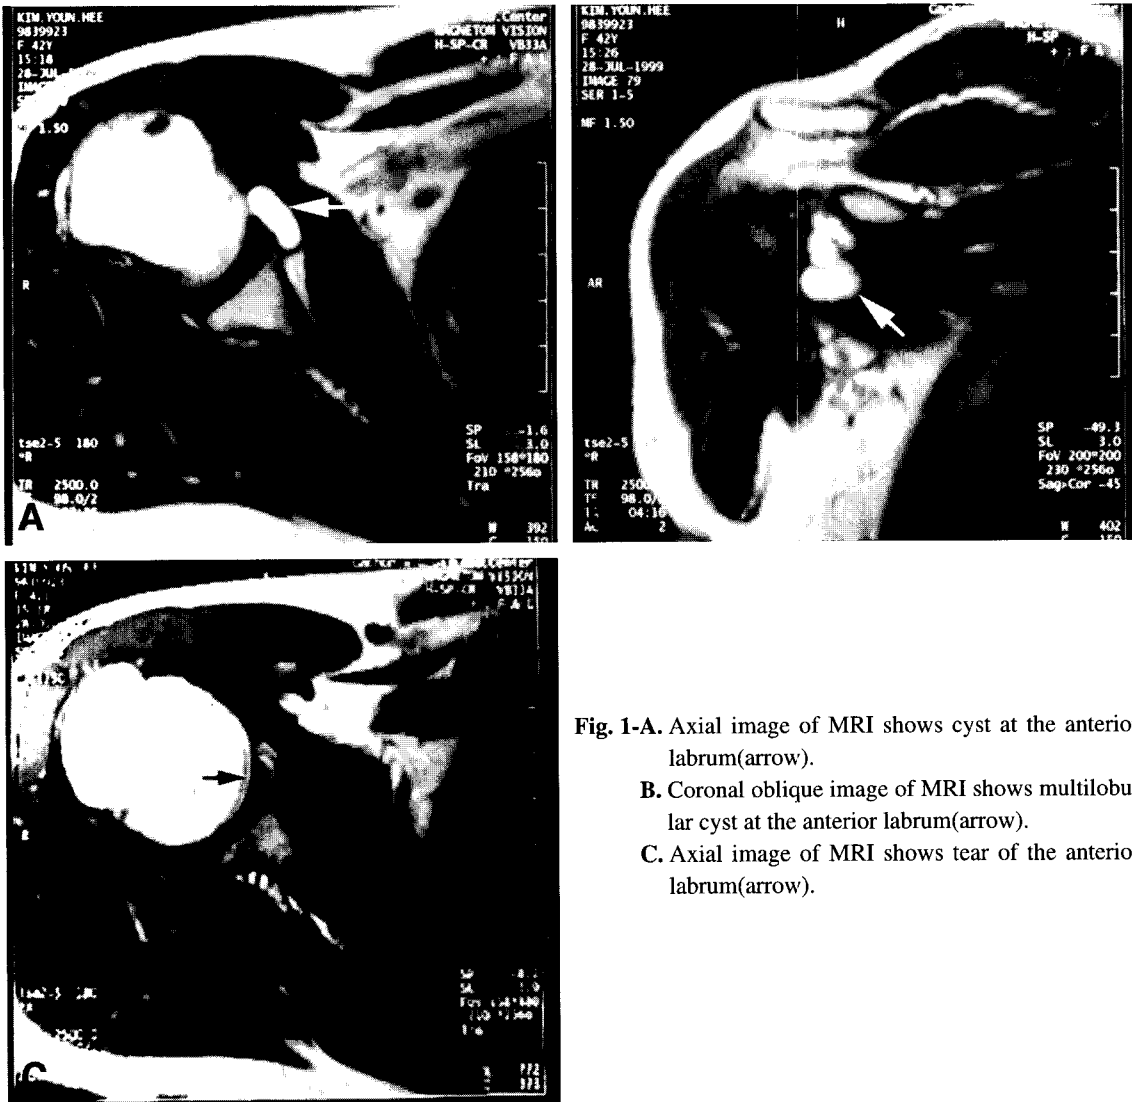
Axial image of MRI shows cyst at the anterior labrum(arrow).
